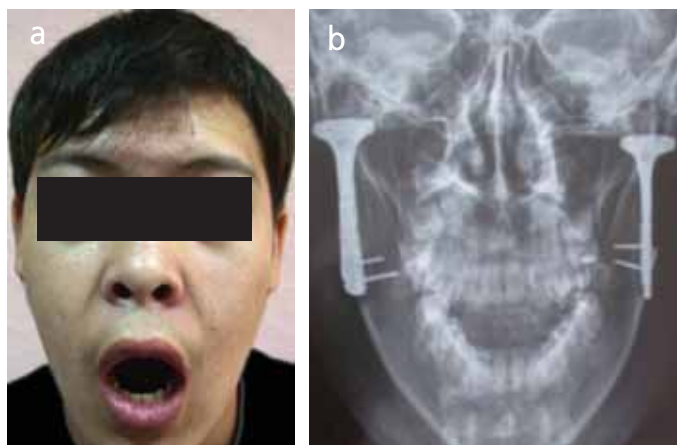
Больной К. через 2 года после оперативного лечения: а — внешний вид; б — рентгенологическая картина
